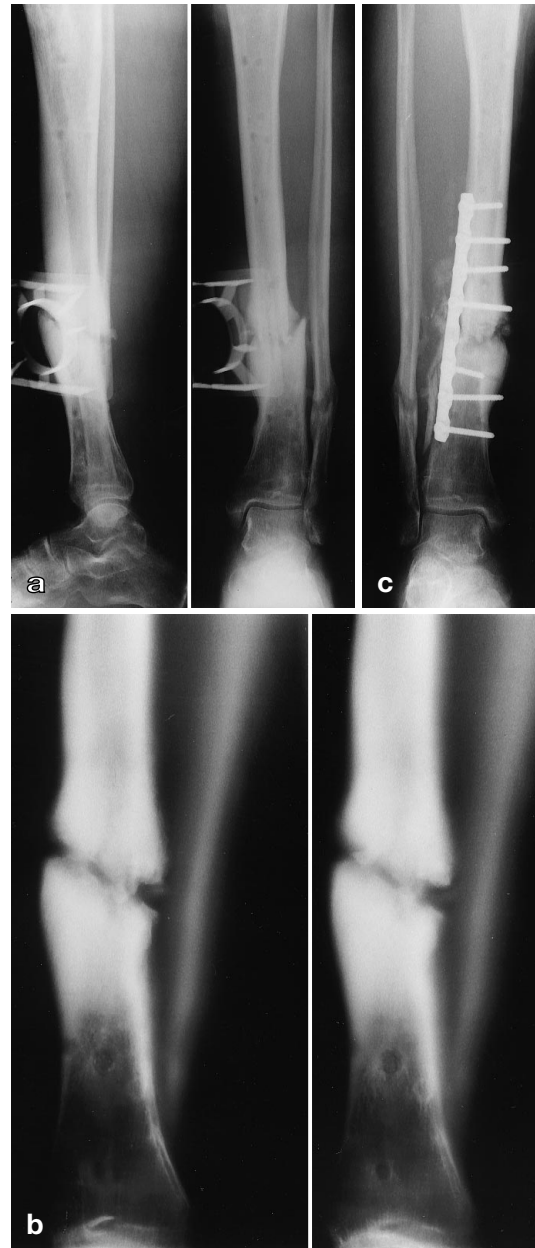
Hypotrophe und instabile Pseudarthrose. a Zustand 8 Monate nach offener Unterschenkelfraktur bei einem polytraumatisierten Patienten. Primäre Osteosynthese mit Fixateur. Die Standardaufnahme läßt die Durchbauungsverhältnisse nicht sicher beurteilen. b Die konventionelle Tomographie klärt die Situation: Circuläre breite Dehiszenz der Fragmente mit sklerotischen Fragmentenden und blockiertem Markraum. c Röntgenkontrolle nach Stabilisierung mittels Plattenosteosynthese bei gleichzeitiger Decortication und Spongiosaplastik
